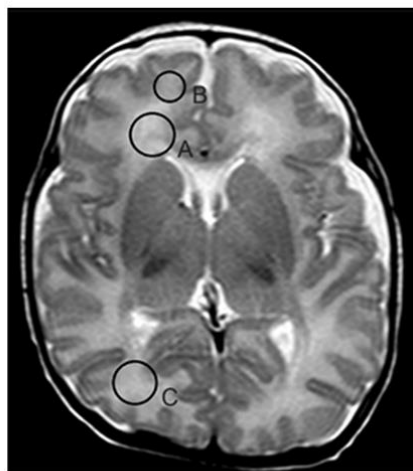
Visual comparison of the highest signal intensity between circular regions of interest. Comparison 1 was between the periventricular frontal (A) and subcortical frontal (B) white matter. Comparison 2 was between the periventricular frontal (A) and subcortical occipital (C) white matter at term-equivalent age on T2-weighted axial slices
